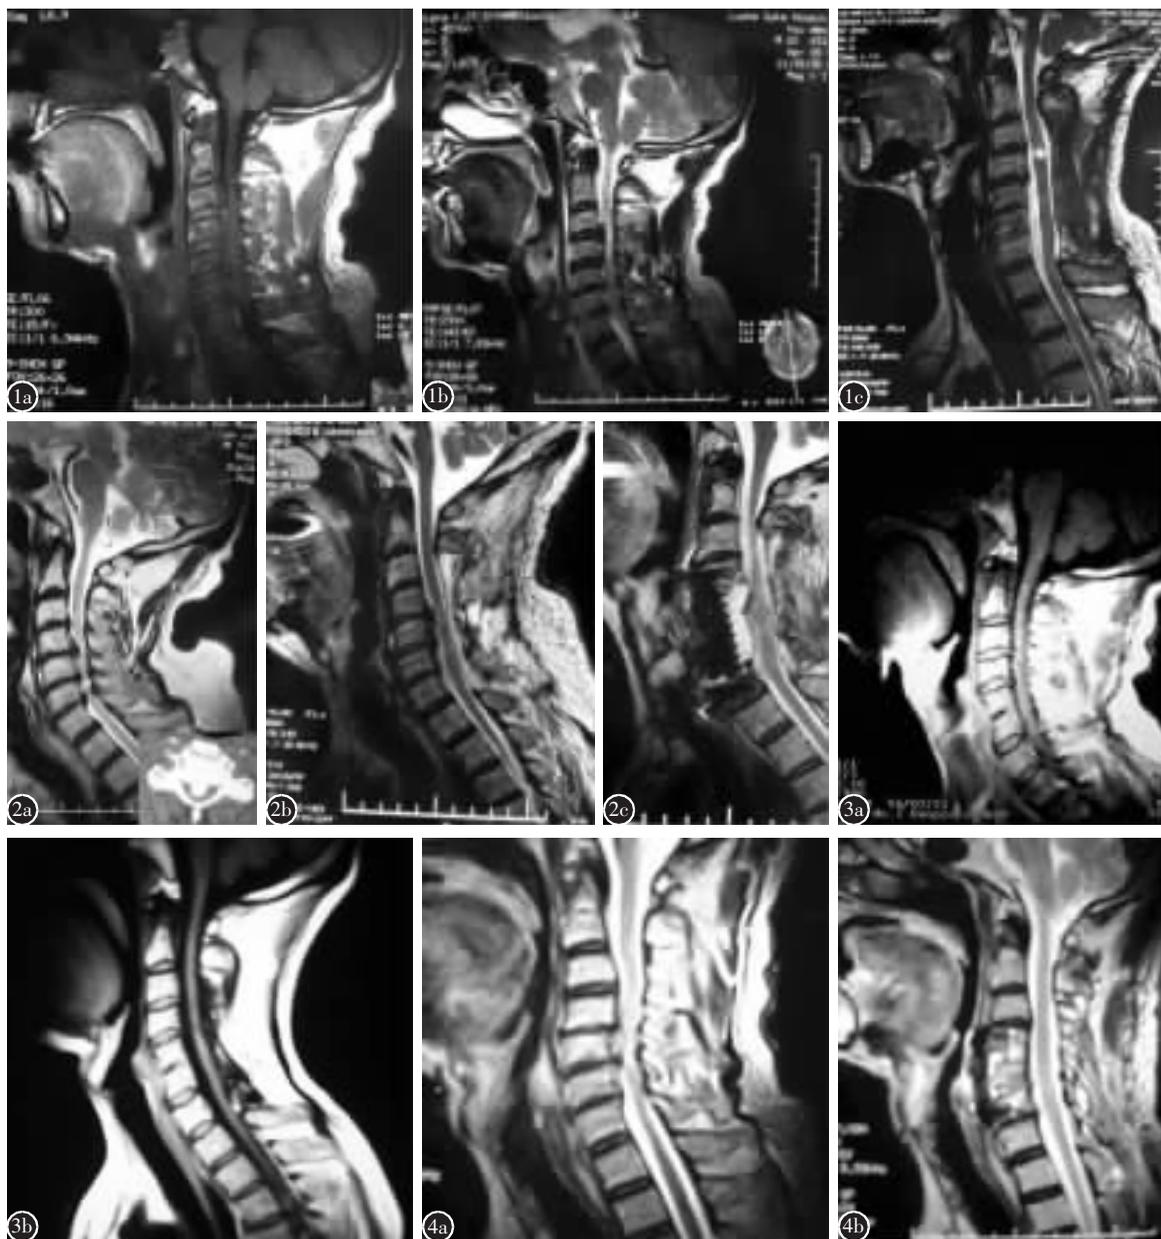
a、b 术前 MRI 示椎管狭窄并脊髓前方受压(脊髓前方为软性压迫) c 单开门术后 6 个月, MRI 示脊髓前后方压迫均解除, 突出间盘明显缩小 图 2 a 术前 MRI 示脊髓嵌夹状受压, 脊髓前方为骨性压迫 b 单开门术后 6 个月, MRI 示椎管扩大, 但脊髓前方仍有骨性压迫 c 二期前路减压术后 MRI 示脊髓前方压迫解除, 存在脑脊液漏 图 3 a 术前 MRI 示脊髓嵌夹状受压 b 扩大单开门术后 4 年, MRI 示脊髓前后方压迫解除、间盘突出消失 图 4 a 术前 MRI 示脊髓嵌夹状受压 b 一期前后路减压术后 6 个月, MRI 示脊髓前后方压迫解除
